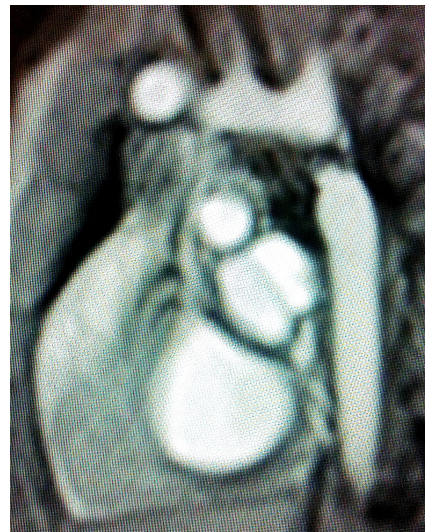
Präinterventionelles MRT eines Patienten der vorliegenden Studie mit hypoplastischer Aorta.
